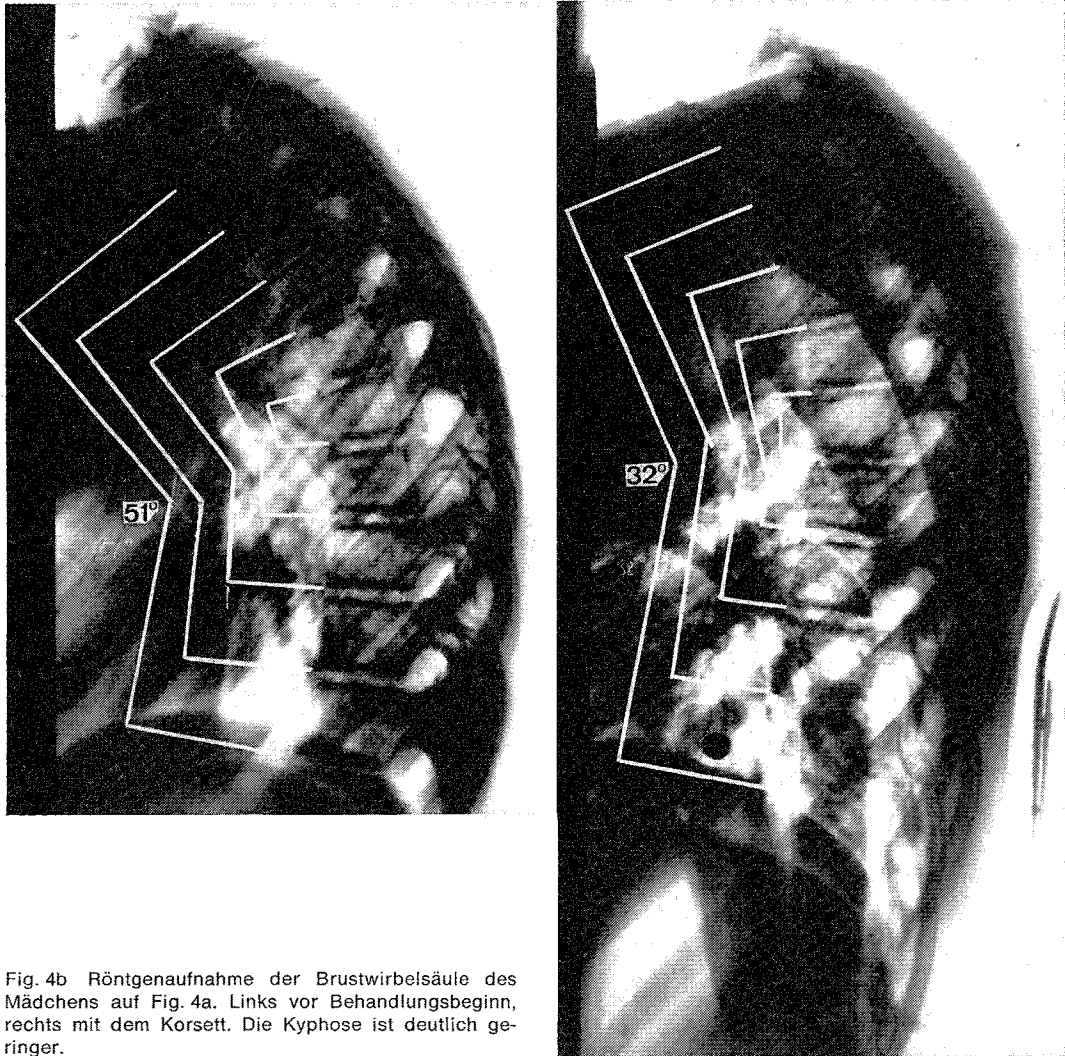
Röntgenaufnahme der Brustwirbelsäule des Mädchens auf Fig. 4a. Links vor Behandlungsbeginn, rechts mit dem Korsett. Die Kyphose ist deutlich geringer.
